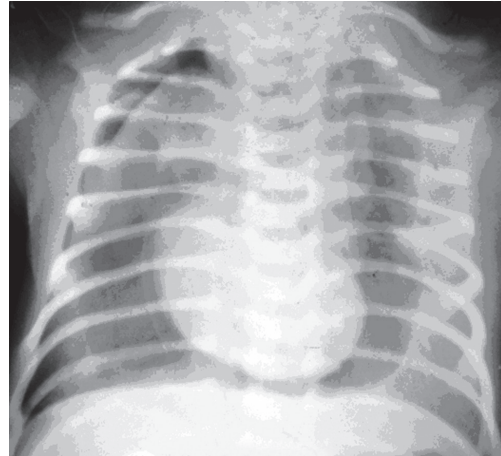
Оглядова рентгенограма. Правобічний пневмоторакс, пневмоперикард, пневмомедіастинум III ст.
